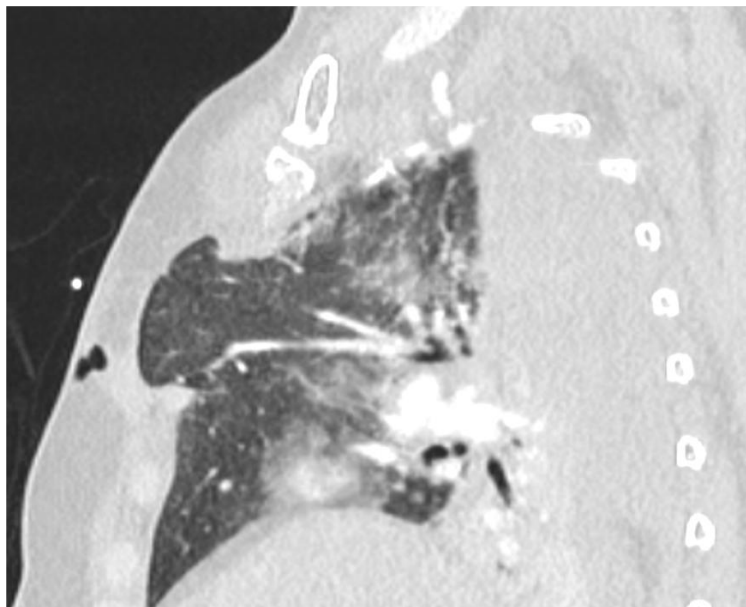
TC corte sagital. Mismo paciente que figura 15. Hernia pulmonar anterior derecha.
